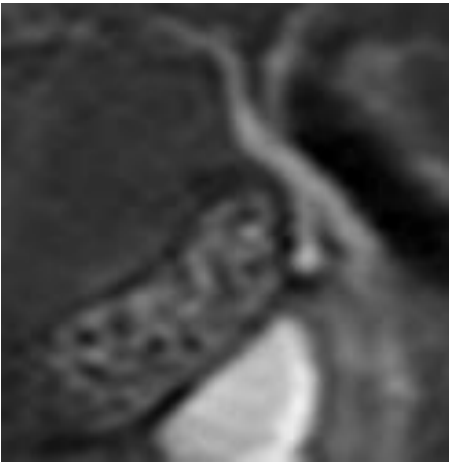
Paciente femenino de 37 años de edad, colangiorresonancia magnética que muestra múltiples ausencias de señal de 2-3 mm de diámetro dentro de la vesícula biliar.
